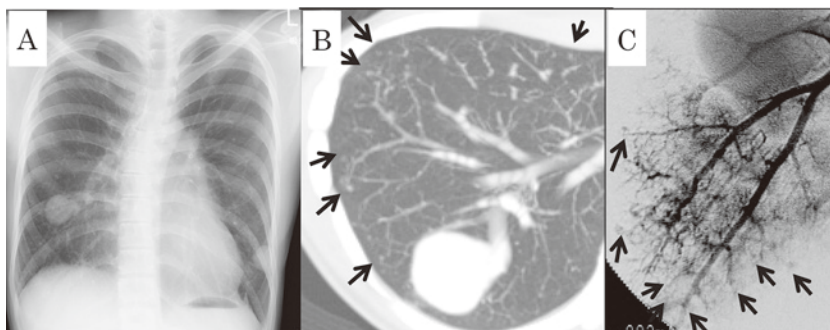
症例4 初診時の (A) 胸部単純X線写真, (B) 胸部CT (slub MIP像), (C) 肺動脈血管造影. 胸部単純X線写真では比較的大きいPAVMを2つ認める. 胸部CTではGGO病変を無数にみとめており, 血管造影においても同病変を認める (矢印).
